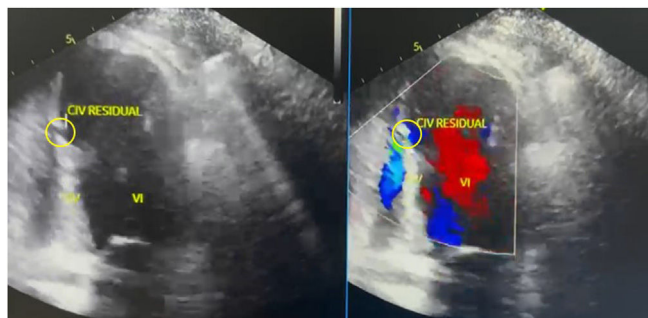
Ecocardiograma transtorácico posoperatorio. Evidencia de comunicación interventricular residual de 3 mm con shunt izquierda-derecha (círculo amarillo).
